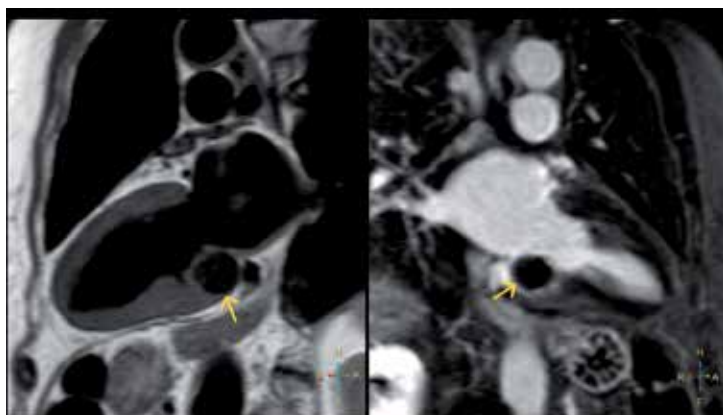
МРТ сердца. Т1-взвешенные изображения, 2-камерная длинная ось левого желудочка: до введения контрастного препарата – А, после введения контрастного препарата – В
